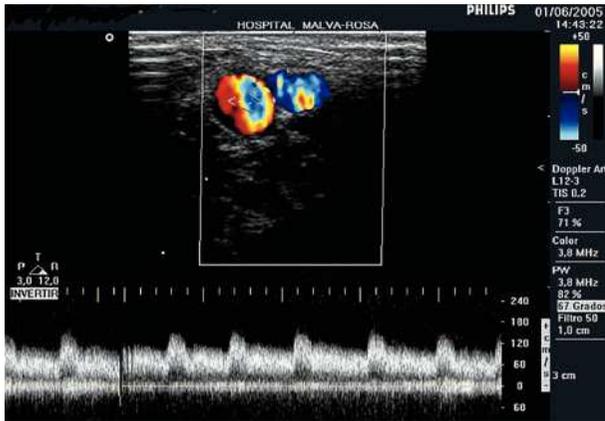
Ecografía doppler color que muestra un flujo turbulento en la vena por arterialización del flujo venoso.
